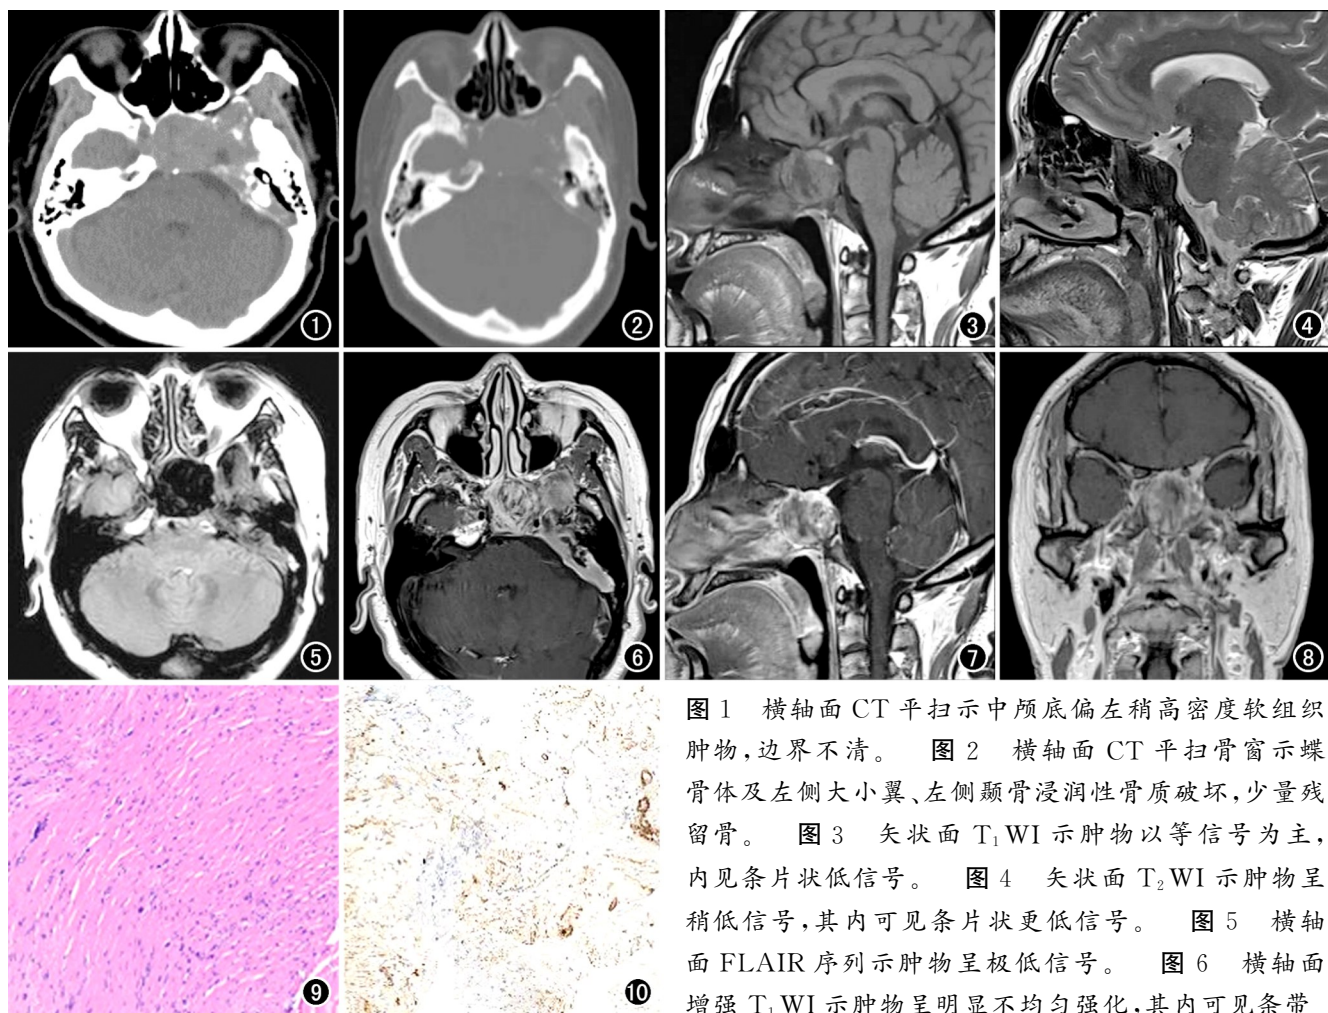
横轴面CT平扫示中颅底偏左稍高密度软组织肿物,边界不清。图2 横轴面CT平扫骨窗示蝶骨体及左侧大小翼、左侧颞骨浸润性骨质破坏,少量残留骨。图3 矢状面 $T_1$ WI示肿物以等信号为主,内见条片状低信号。图4 矢状面 $T_2$ WI示肿物呈稍低信号,其内可见条片状更低信号。图5 横轴面FLAIR序列示肿物呈极低信号。图6 横轴面增强 $T_1$ WI示肿物呈明显不均匀强化,其内可见条带状强化区。图7 矢状面增强 $T_1$ WI示肿物呈明显不均匀强化。图8 冠状面增强 $T_1$ WI示肿物呈明显不均匀强化。图9 镜下示肿瘤细胞呈梭形,束状或编织状排列,核分裂像少见,无异型性,可见胶原纤维束( $\times 100$ ,HE)。图10 免疫组织化学染色SMA(+).
